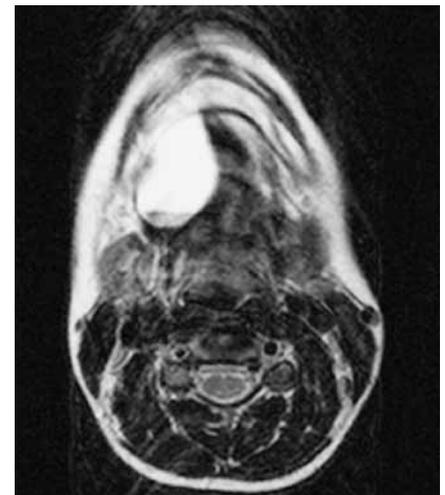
MRT des Schädels nach dem Ersteingriff: Axiale T2-Sequenz: Hier kann die jetzt enorme Dilatation des Ductus submandibularis erkannt werden.
